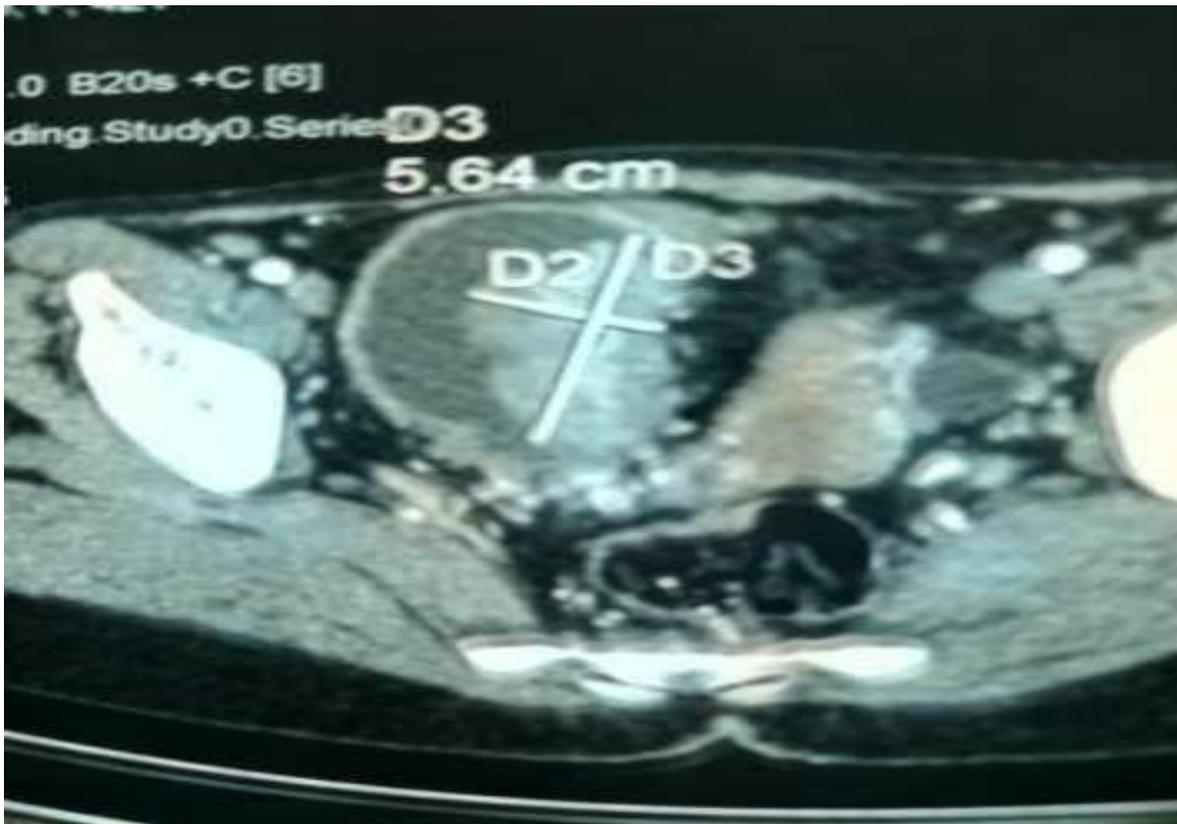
TDM abdominopelvienne avec injection de produit de contraste montrant une masse vésicale bourgeonnante de la face latérale gauche au CHU de KATI
